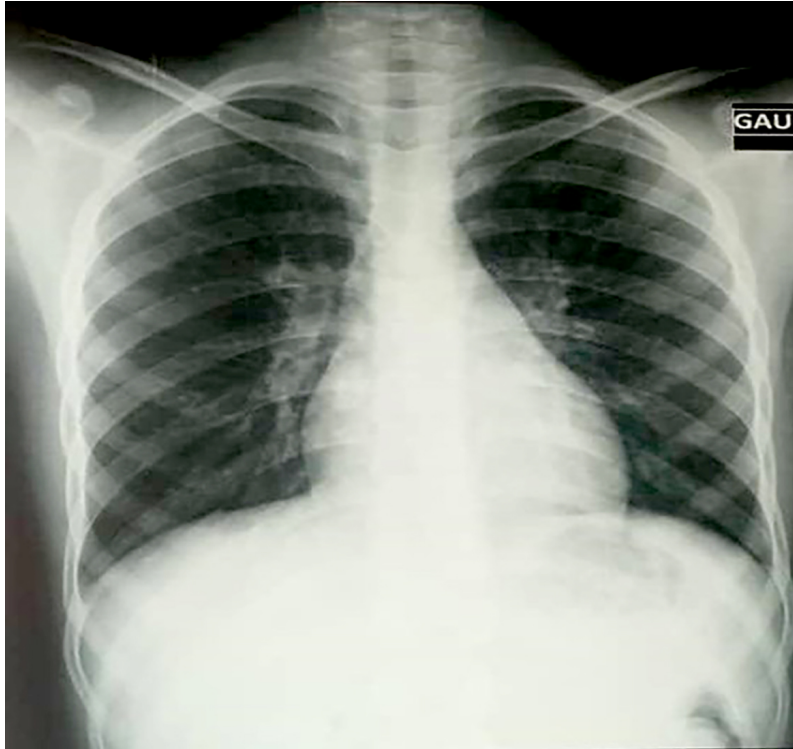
Radiographie du thorax de face: normale
